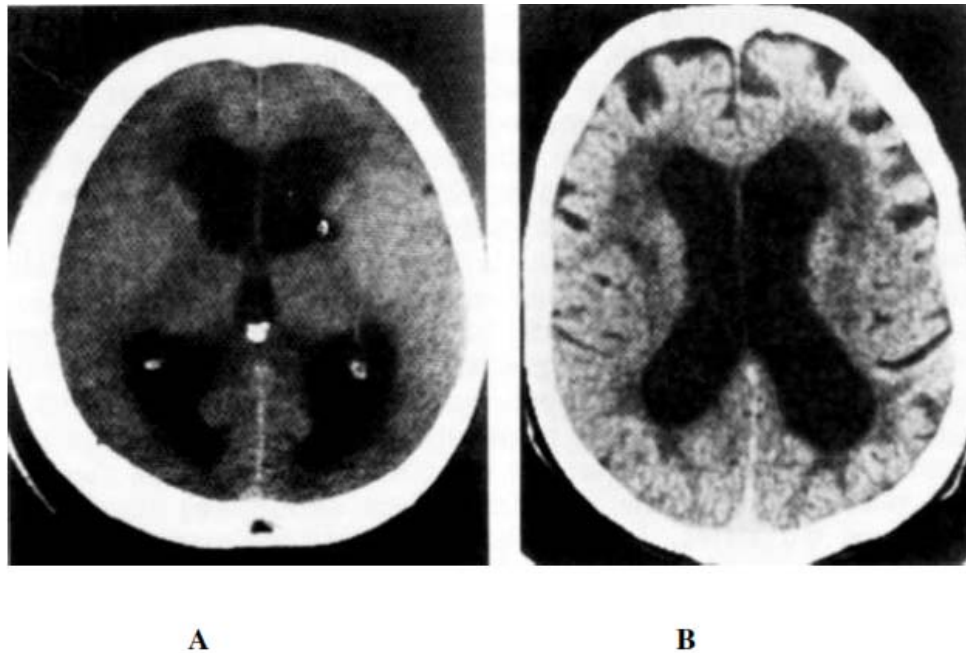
Hypodensités périventriculaires (TDM, coupes axiales). A : Suffusions localisées en regard des cornes frontales. B : Hypodensités étendues de type leucoaraïose [22].
